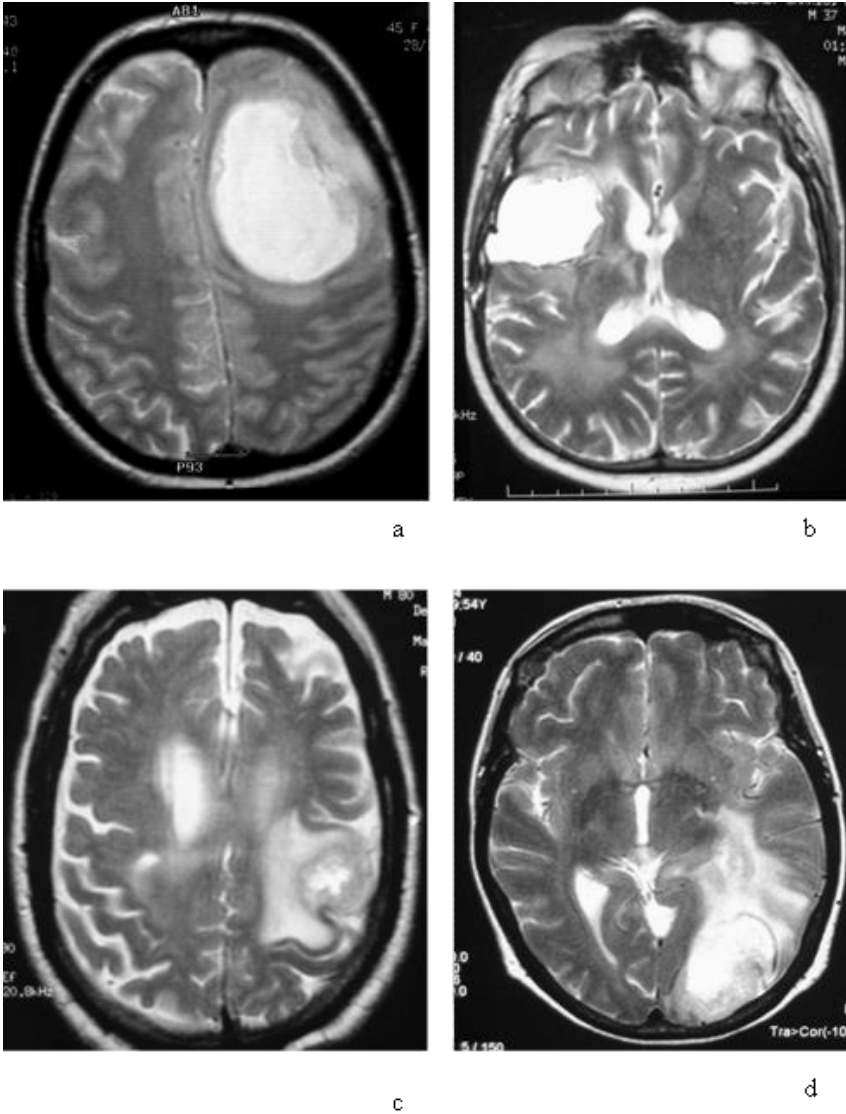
Edema peritumoral. Imágenes de RM secuencia potenciada en T2, plano axial. Lesión con leve edema perilesional (a, b), lesión con moderado edema perilesional (c) y lesión con severo edema perilesional (d).
